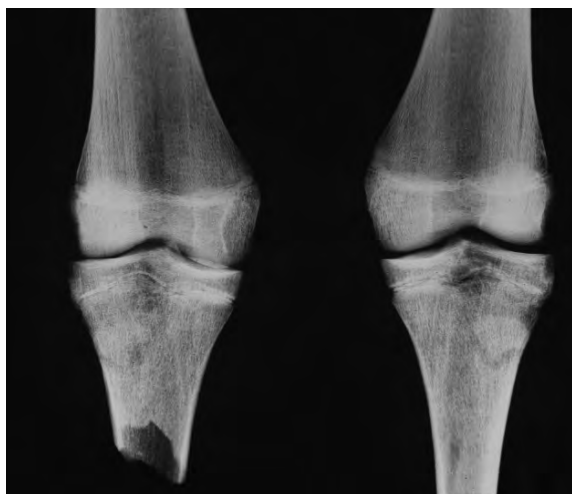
Radiografia dels genolls del cas precedent mostrant les lesions osteolítiques.
